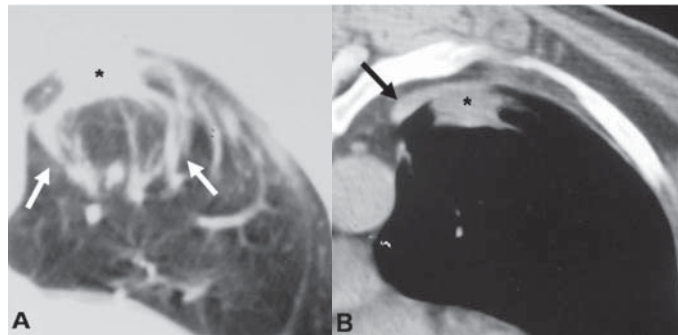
Atelectasia redonda em indivíduo exposto ao asbesto. A) Tomografia computadorizada de alta resolução demonstrando imagem nodular periférica (asterisco), com redução volumétrica lobar e opacidades lineares convergentes para a lesão (setas). B) Espessamento pleural focal (seta) adjacente à imagem nodular pulmonar (asterisco)
